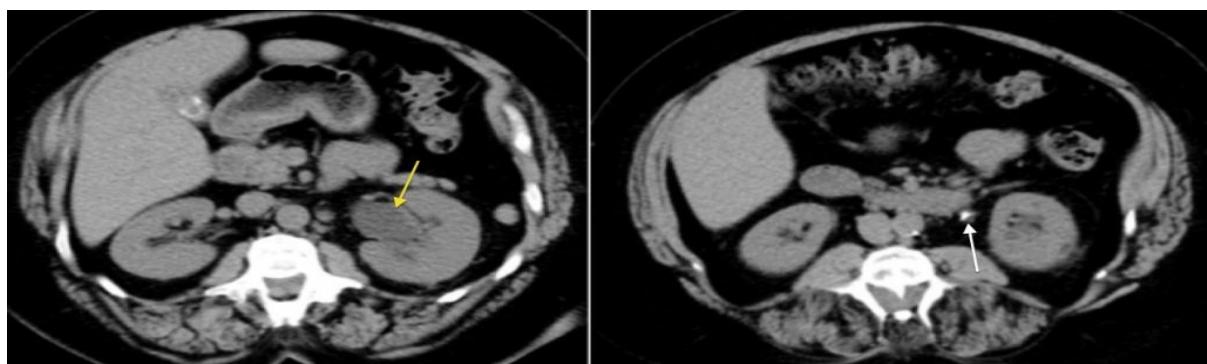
CT native, vihet re zgjerim pelvik sinister dhe ureteral në pjesën e sipërme , kalkul ureteral(hiperedensitet) sinister në nivelin e arteries renale.Njëkohësisht vihet re kalkul i kolecistës.
